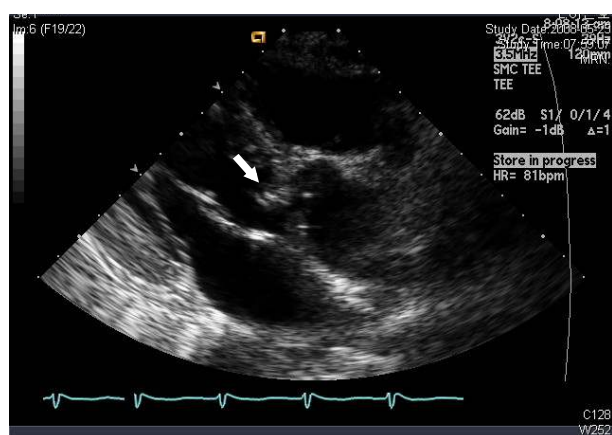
Transesophageal echocardiography of case-1 shows severe calcification of aortic valve.
